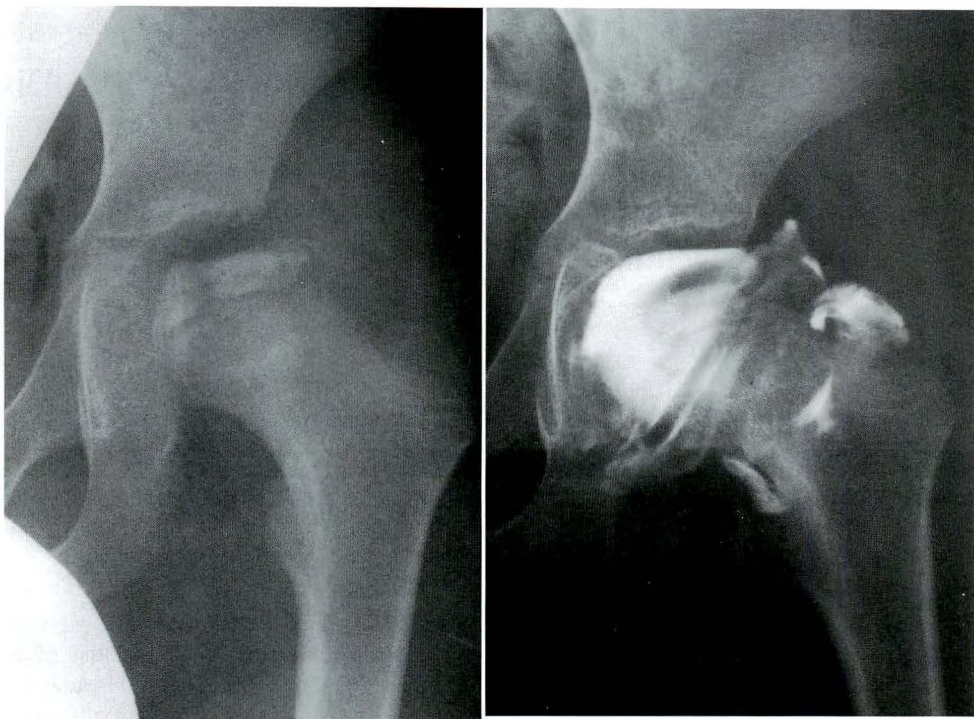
Preoperative plain x-ray film and arthrogram showing hinge abduction in a boy aged 8 years 4 months
